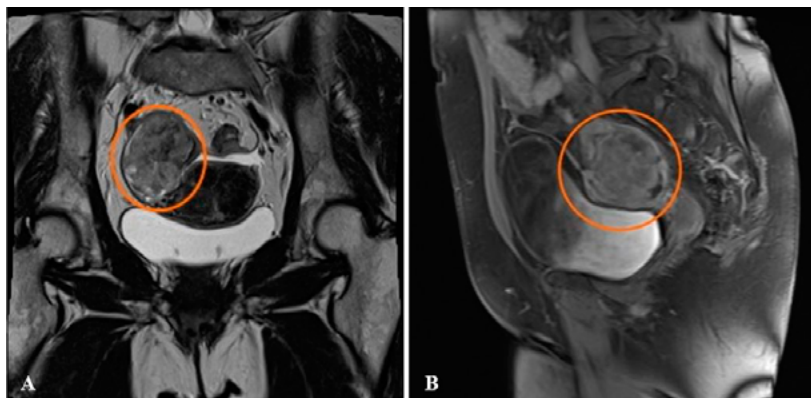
Магнитно-резонансная томография органов таза больной Р., 58 лет. Опухоль в малом тазу с признаками некроза
